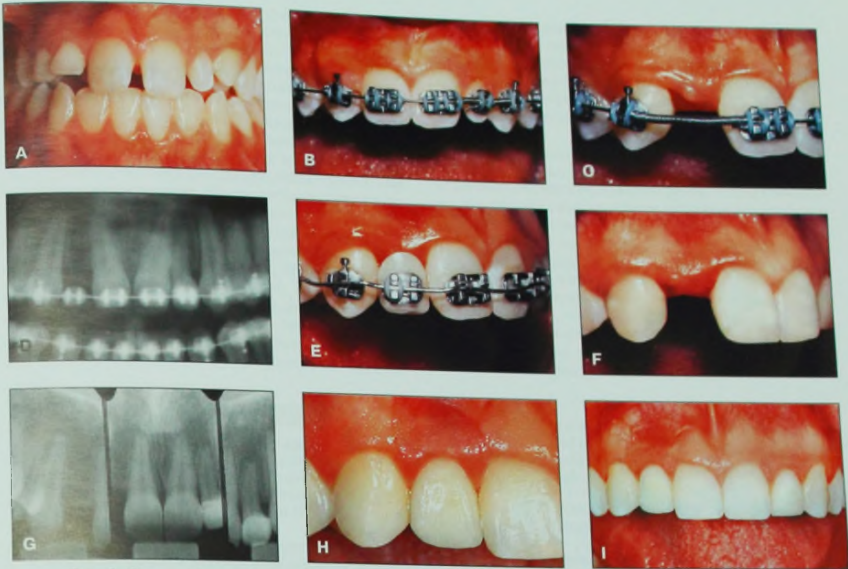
А. Пациентка 16 лет с первичной адентией верхнего правого бокового резца и аномалией формы левого бокового резца. План лечения состоял в реставрации левого бокового резца и фиксации коронки с опорой на имплантат в области отсутствующего правого бокового резца. После выравнивания зубных рядов (В) и раскрытия пространства для имплантации (С) необходимо сделать ортопантомограмму (D) для определения дальнейших перемещений коронок и корней зубов (Е), требуемых для получения желаемого окончательного положения коронок (F) и корней (G) перед имплантацией и реставрацией (H и I).
